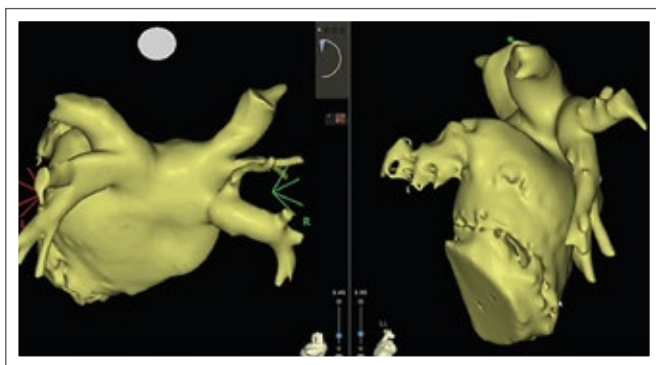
Das segmentierte Kontrastmittel-CT des linken Atriums zeigt eine normale Anatomie mit jeweils zwei linken und rechten Pulmonalvenen. Links: Ansicht von posterior; rechts: Ansicht von links lateral.
